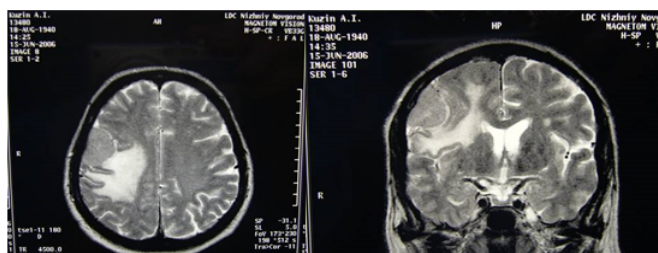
МРТ от 15.06.06 без контрастного усиления. Опухоль задне-лобно-теменной области справа (менингиома?), перитуморальный отек
